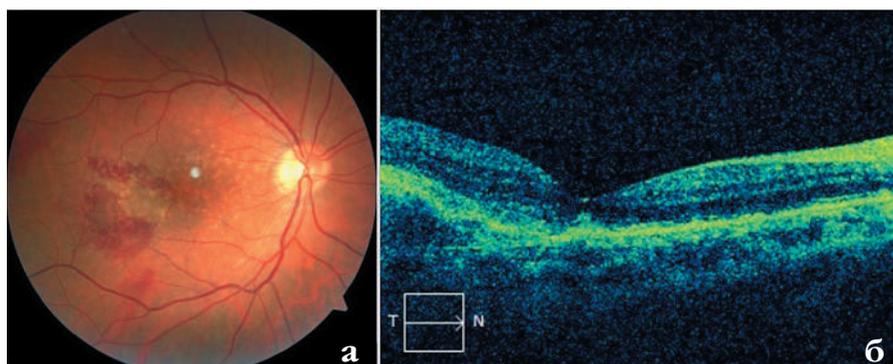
Спустя 7 дней после эндовитреального вмешательства с субретинальным введением препарата «Гемаза» и пневмодислокации сгустка крови, пациентка П. 52 лет: а) фотография глазного дна; б) оптическая когерентная томограмма макулы
